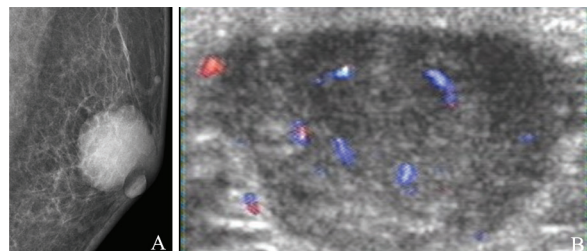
1例60岁男性左乳浸润性导管癌患者的X线摄影和超声诊断图像
